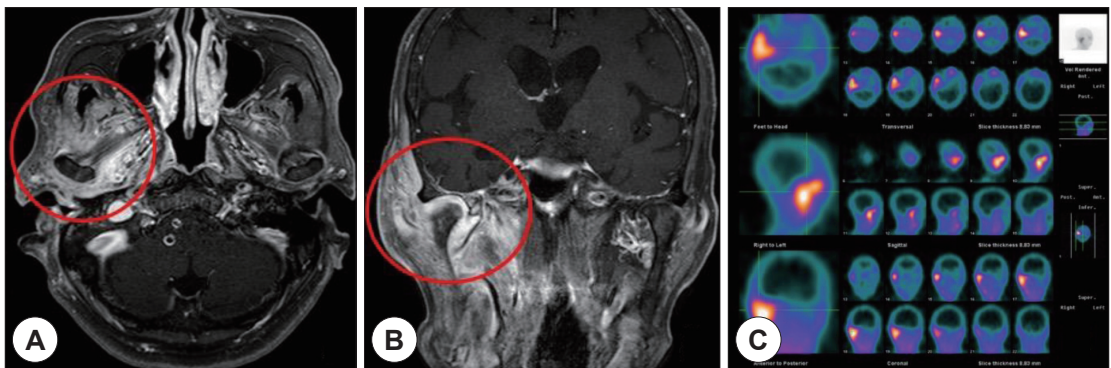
Axial (A) and coronal (B) enhanced T1-weighted image show abnormal enhancement on right temporomandibular joint, masseter muscle and infratemporal fossa. Gallium-67 SPECT (C) shows that the uptake is in the same regions.
